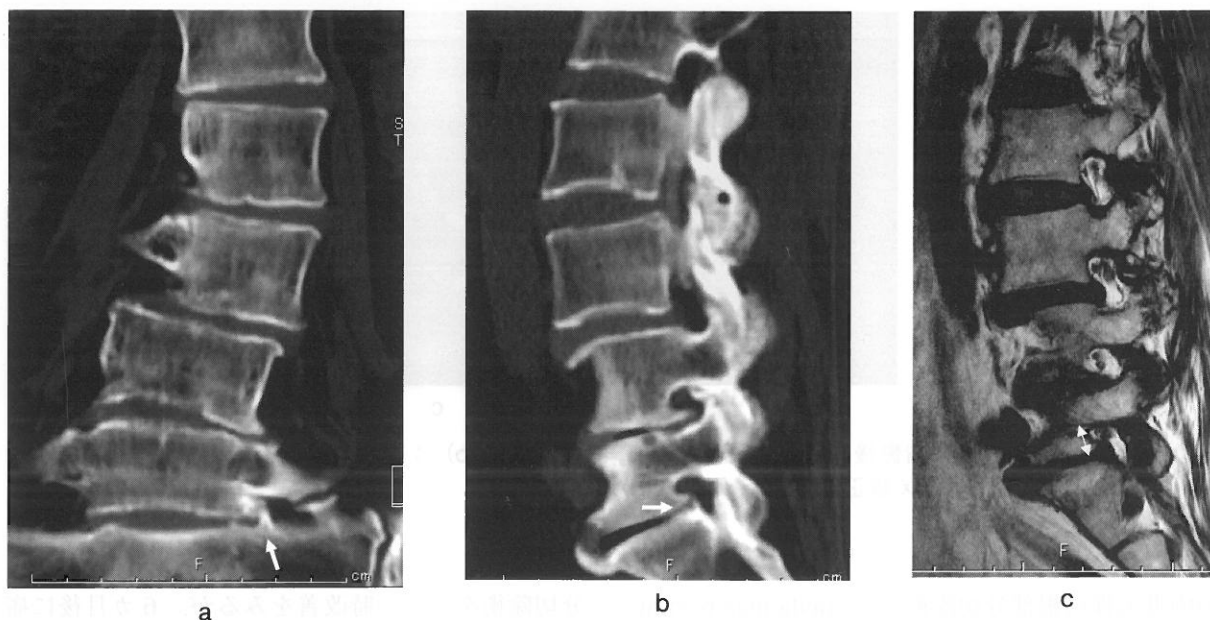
CT断層正面像(a)：横突起仙骨翼間距離の減少，仙骨骨棘(矢印)．CT断層側面像(b)：椎体後方骨棘(矢印)．MRI傍正中矢状面像(c)：L5-S1椎間孔頭尾径の減少(両矢印)，椎間孔内での神経根絞扼像，周囲脂肪組織の減少を認める．
